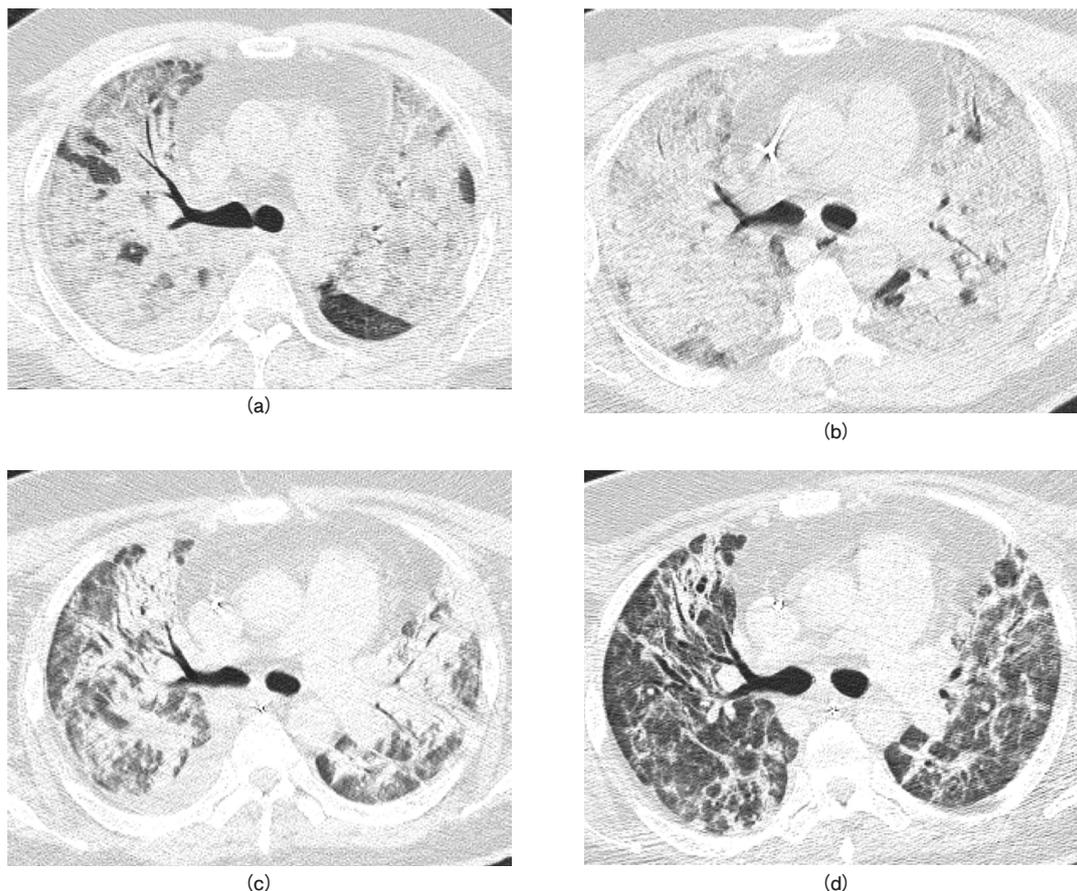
Chest computed tomography of case 3
